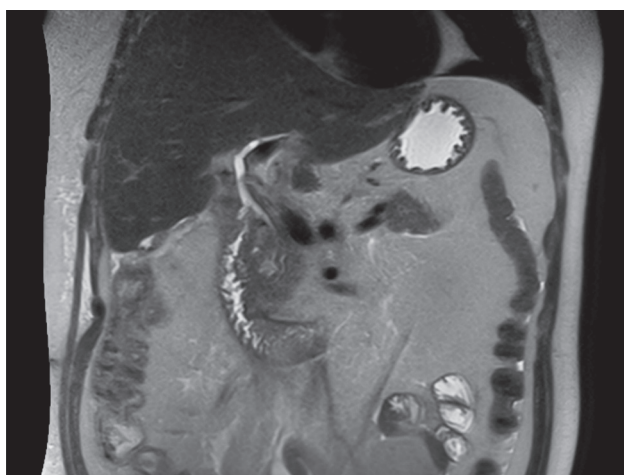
Пациент А. МРТ брюшной полости на 28-е сутки после оперативного вмешательства и лечения осложнений. T2 в корональной проекции. Положительная динамика, значительное уменьшение размеров полостей в паренхиме головки поджелудочной железы
